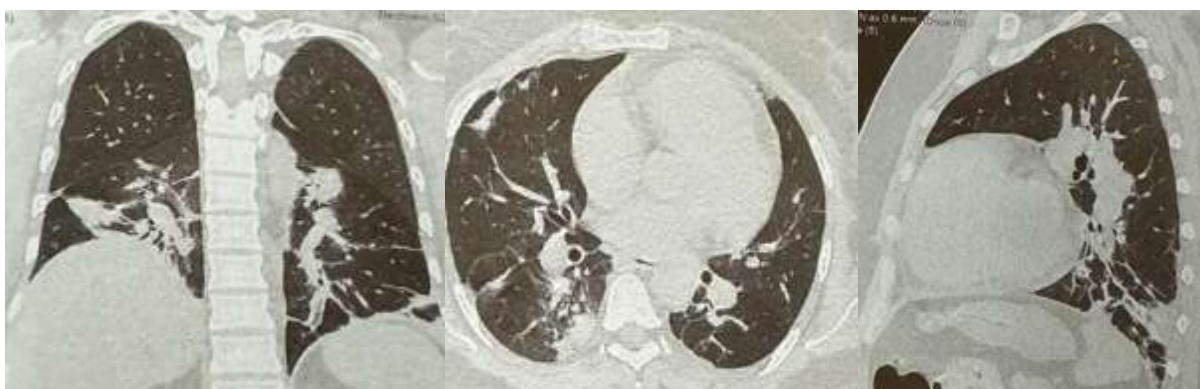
Результаты МСКТ пациентка Р., 35 лет. Видны участки консолидации легочной ткани
